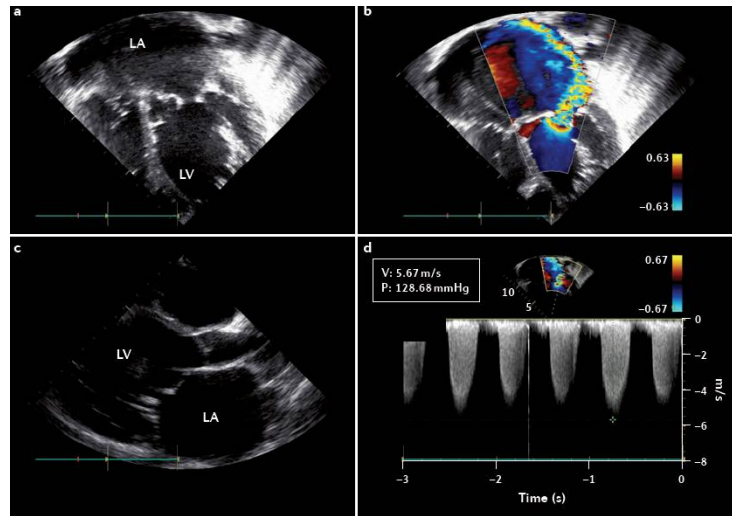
Échocardiographie Doppler d'un enfant présentant une insuffisance mitrale sévère [1].
